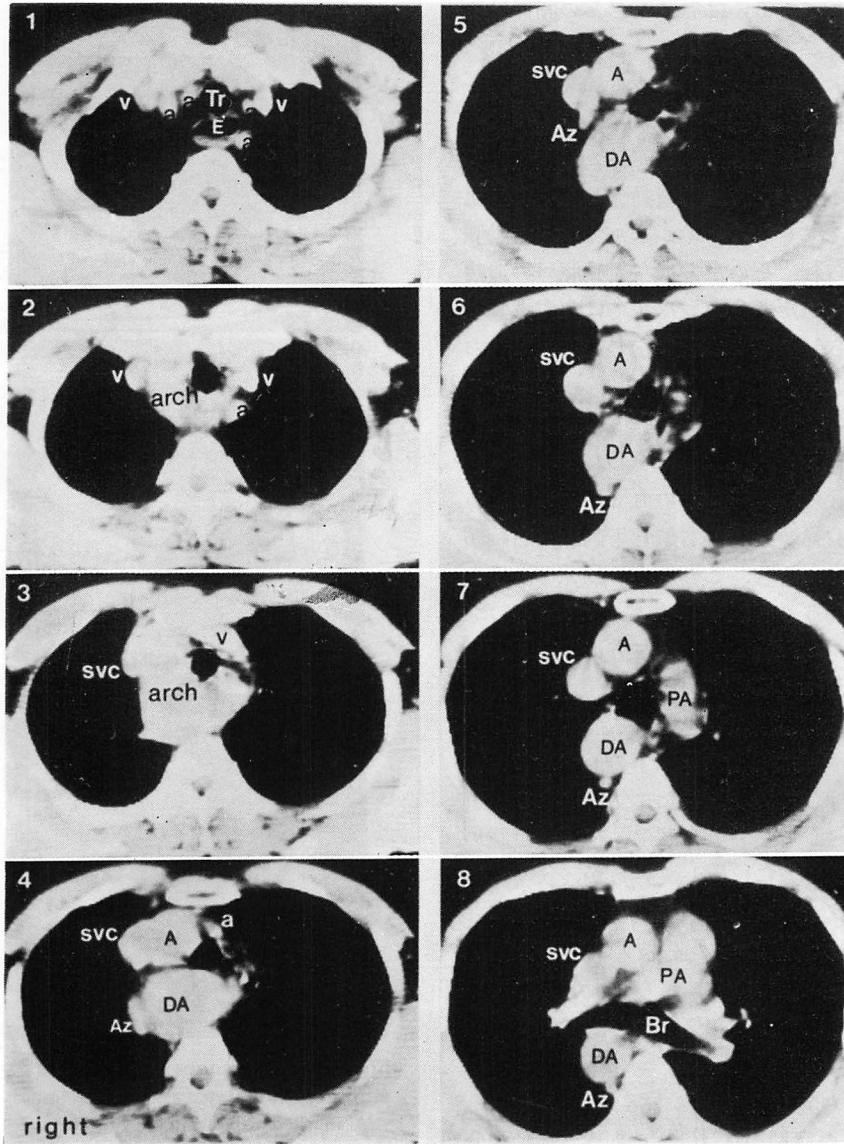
Enhanced CT images of the double aortic arch (the same patient as in Figs. 6 and 7).
